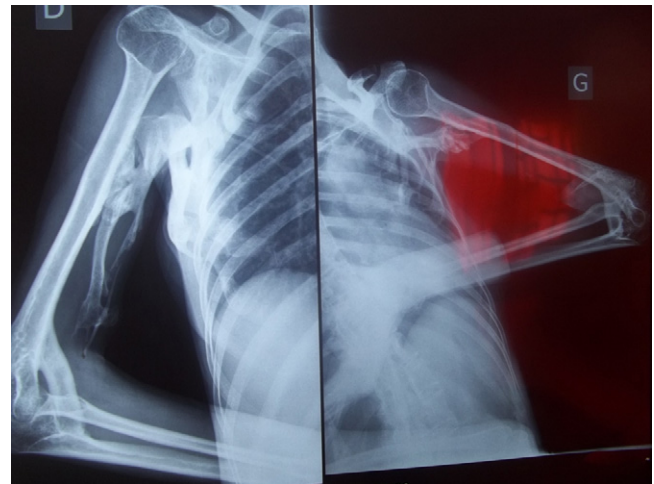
Radiographie du bras droit montrant une ossification du biceps brachial.
